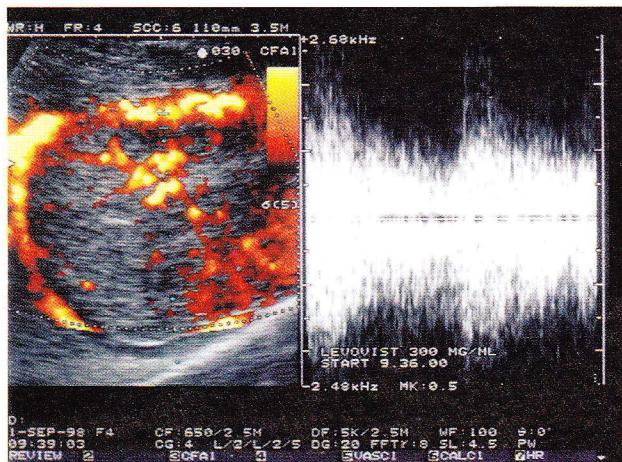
The characteristic hypervascular pattern of FNH at power Doppler after administration of contrast agent Levovist. The spectral analysis shows a pulsed wave with an high frequency systolic peak and high diastolic flow.
